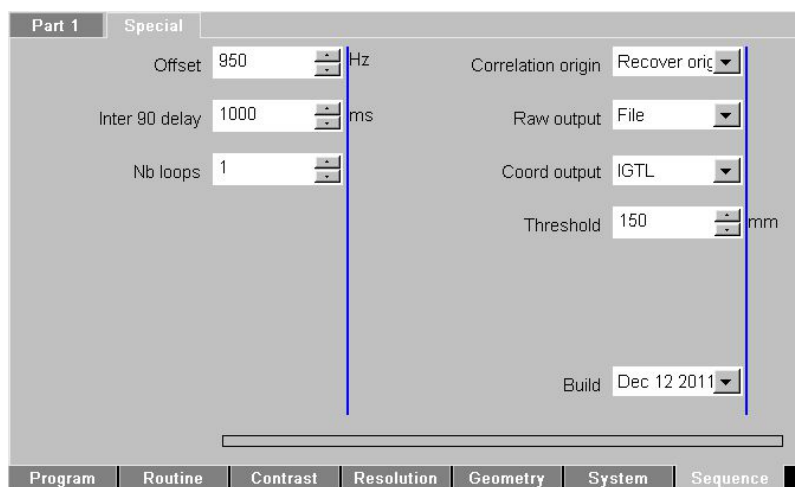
Capture d'écran du poste utilisateur de l'IRM présentant les options de la séquence MS-SET
